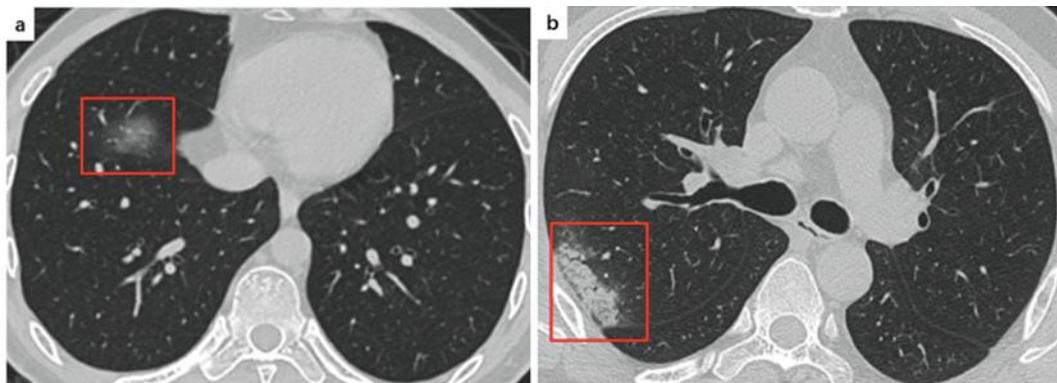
Pengelompokan Klasifikasi Gambaran CT SCAN toraks pada pasien COVID-19
